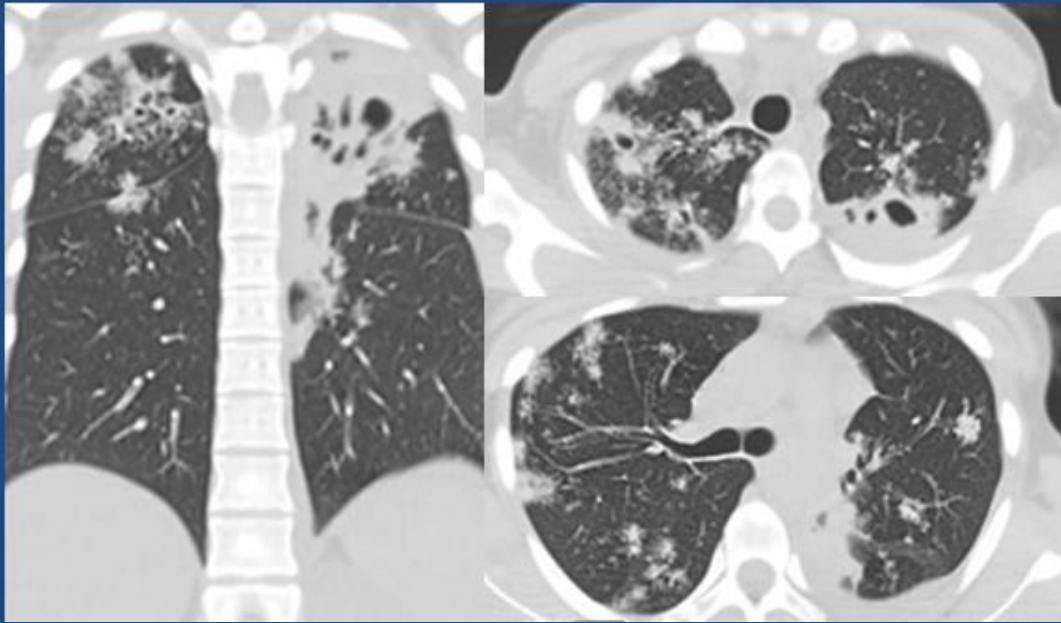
TC de tórax corte axial y coronal muestra imagen consolidativa, cavitada a nivel apical izquierdo asociado a opacidades en parcheadas centroacinares, micronodulillares conformando patrón en árbol en brote.
